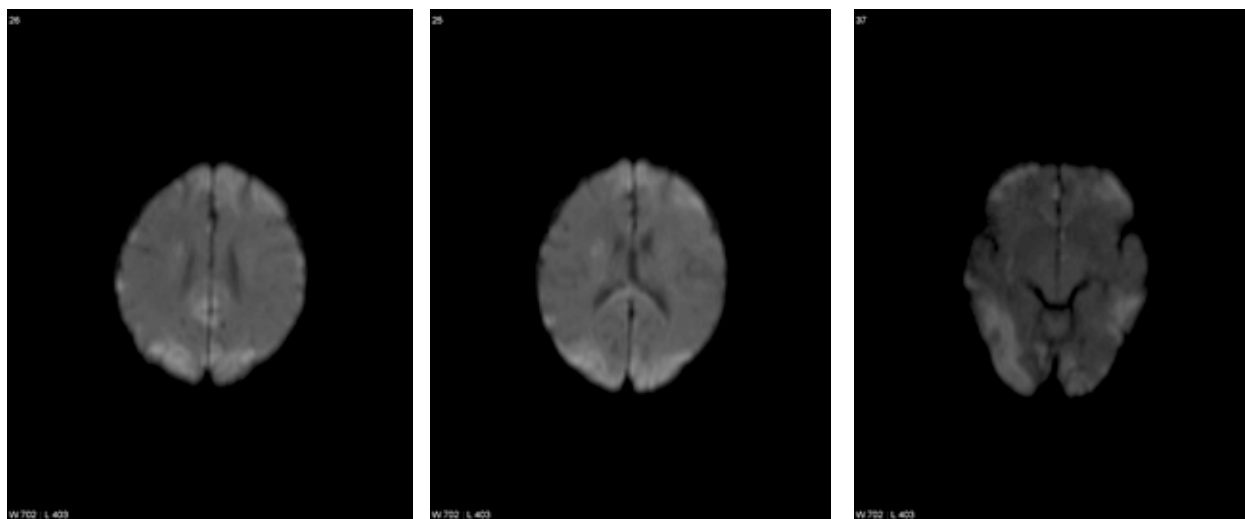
Resonancia magnética nuclear de cráneo en la que se observan infartos multifocales de predominio cortical bilateral y en tálamo derecho compatibles con vasculitis relacionada con meningitis
